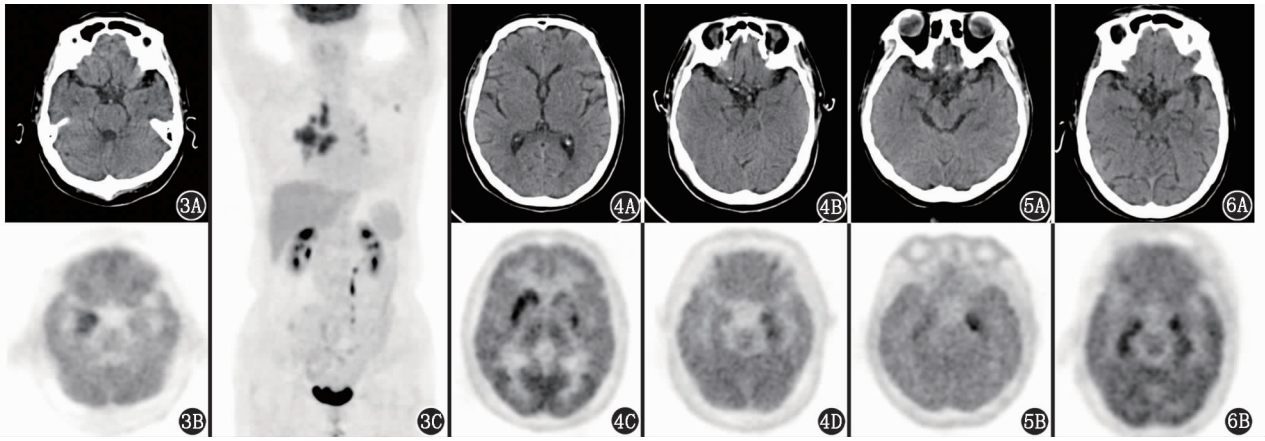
副肿瘤性自身免疫性脑炎 (AE) 患者 (女, 65 岁) ^{18}F -FDG PET/CT 显像图。3A, 3B. 脑 PET/CT 示右侧颞叶内侧代谢增高, CT 未见明显异常; 3C. 躯干 PET 最大密度投影 (MIP) 示右侧肺门区及纵隔多发代谢异常增高灶; 患者诊为右肺癌伴副肿瘤性边缘叶脑炎 图 4 抗副亮氨酸胶质瘤失活蛋白 1 (LG11) 抗体脑炎患者 (男, 74 岁) ^{18}F -FDG PET/CT 显像图。脑 PET/CT 示右侧基底节、左侧颞叶内侧代谢增高, 左侧基底节不均匀代谢减低, CT 未见异常 图 5 抗 γ -氨基丁酸 B 型受体 (GABA_BR) 抗体脑炎患者 (女, 47 岁) ^{18}F -FDG PET/CT 显像图。脑 PET/CT 示双侧颞叶内侧代谢增高, 左侧为著 图 6 抗谷氨酸脱羧酶 (GAD) 抗体脑炎患者 (女, 75 岁) ^{18}F -FDG PET/CT 显像图。脑 PET/CT 示双侧颞叶内侧代谢增高, CT 未见异常
